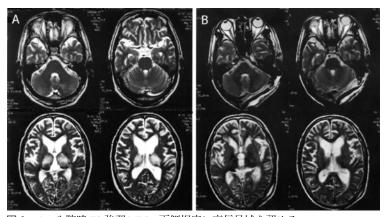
A:入院時 T2 強調 MRI。両側視床に高信号域を認める。 B:横・S 状静脈洞硬膜動静脈シャントを手術したあとの T2 強調 MRI。 両側視床の高信号域は消失した。術前みられた認知症も改善した。
